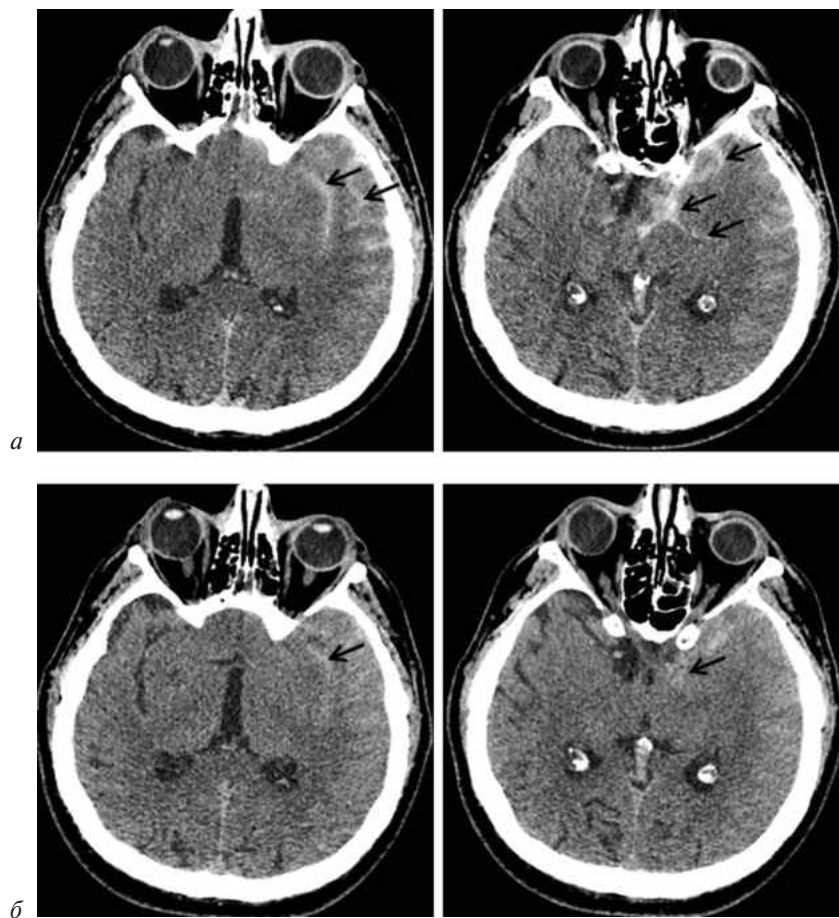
МСКТ головы в динамике через 2 ч (а) и 24 ч (б) после операции.
